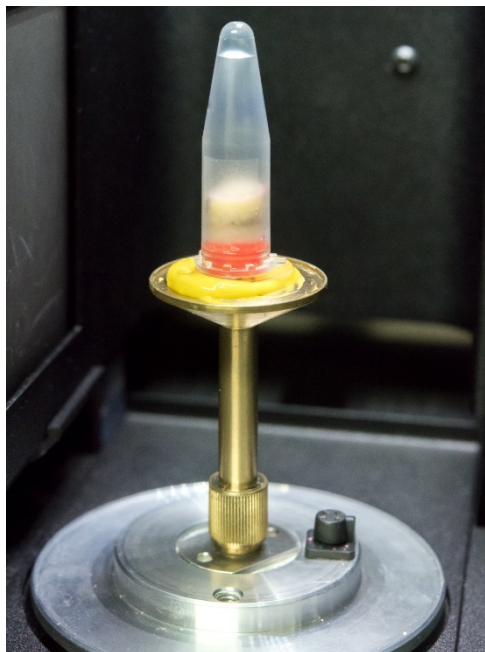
Auf Probenteller fixierter Knochenzylinder in feuchter Kammer im μ CT
